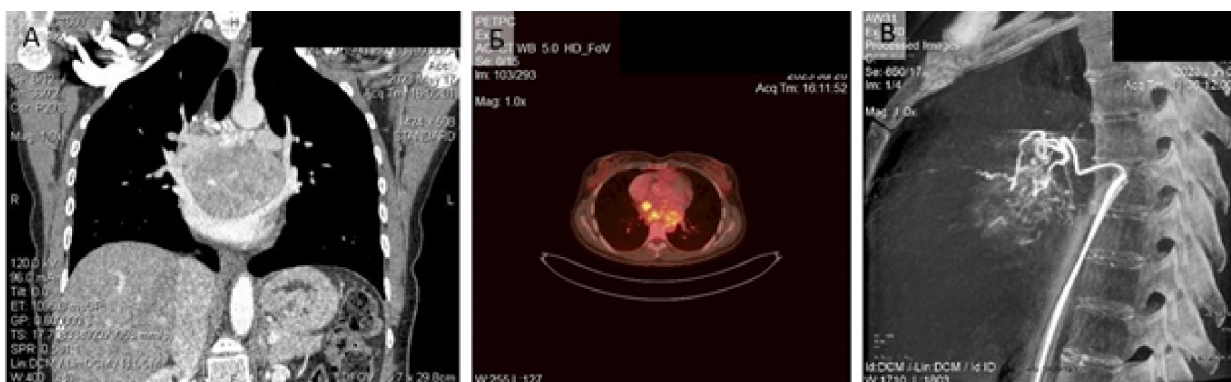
Результаты рентгенологических методов исследования: А — КТА-ОГК; Б — ФДГ ПЭТ-КТ; В — Селективная ангиография
